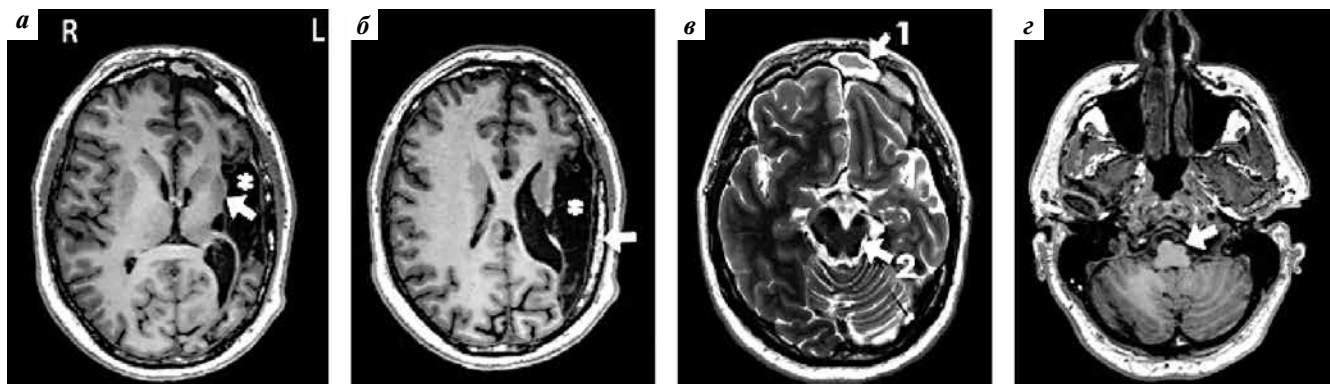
Магнитно-резонансные томограммы в аксиальной плоскости: а — T1-взвешенное изображение, атрофия скорлупы; б — T1-взвешенное изображение, утолщение костей свода черепа слева; в — T2-взвешенное изображение: 1 — гиперпневматизация левой лобной пазухи с сопутствующим фронтитом, 2 — валлеровская дегенерация в левой ножке среднего мозга; г — T1-взвешенное изображение, атрофия левой пирамиды продолговатого мозга. *Зона постинфарктных кистозно-глиозных изменений
